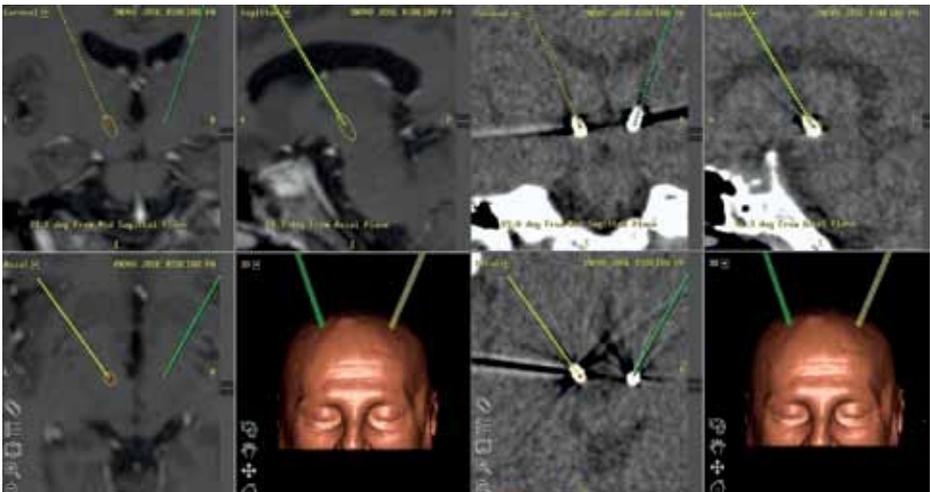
Fusão da TC pós-operatória com a RM pré-operatória. Topos dos eléctrodos projectados sobre o alvo pré-definido.
